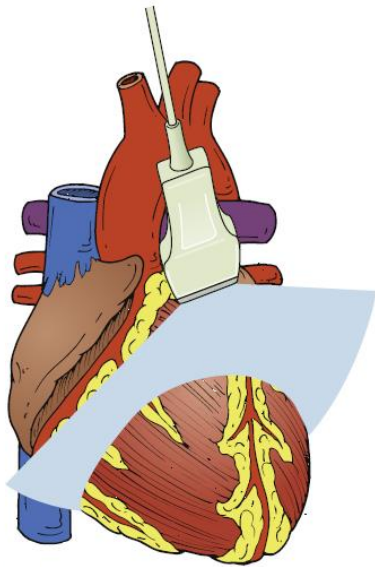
Ángulo de insonación del haz de ultrasonido en la ventana paraesternal eje corto, más anterior se ubican los ventrículos derecho e izquierdo (modificado de Soni, Arntfield, & Kory, 2015).
